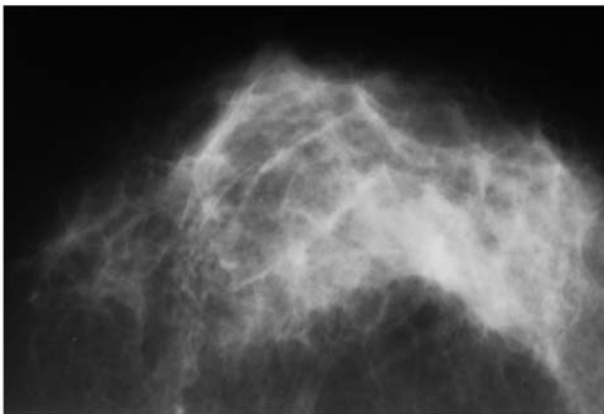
Рентгенограмма пациентки Т., 45 лет: обратная динамика после проведения курса противовоспалительной терапии.
